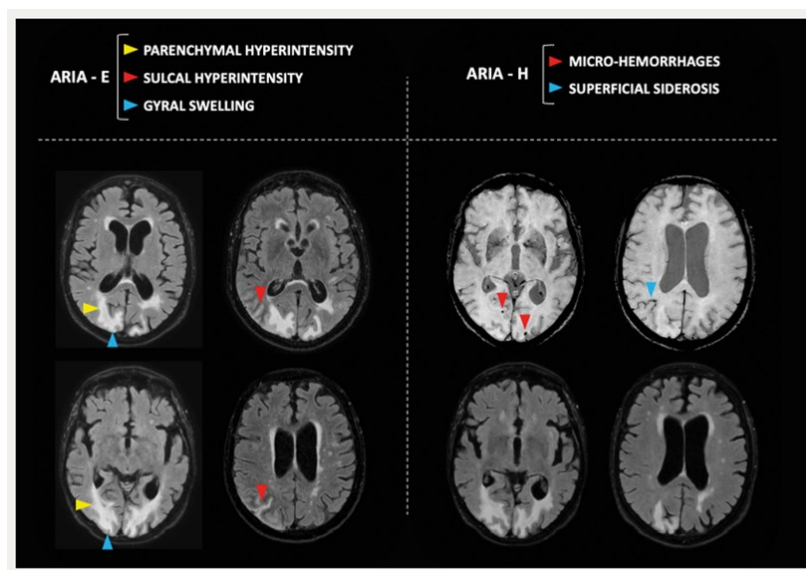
tratta da Filippi et.al 2021, Anomalie correlate all'amiloide alla RM: ARIA-E con iperintensità parenchimali e sulcali e tumefazione girale (FLAIR, sinistra); ARIA-H con microemorragie e siderosi superficiale (SWI, destra).
